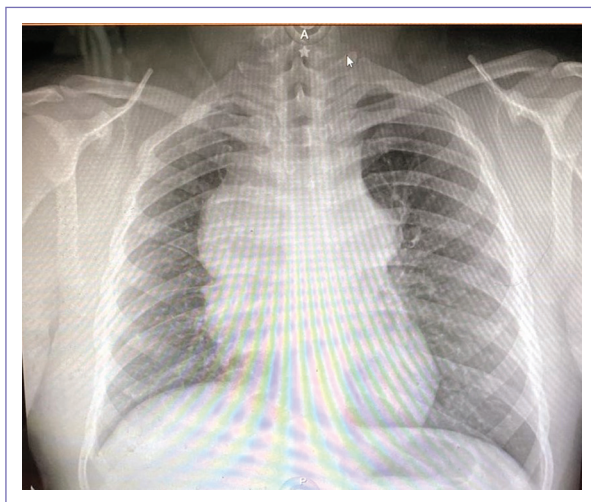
Radiografía torácica postero-anterior (tele de tórax) de masa mediastinal.
